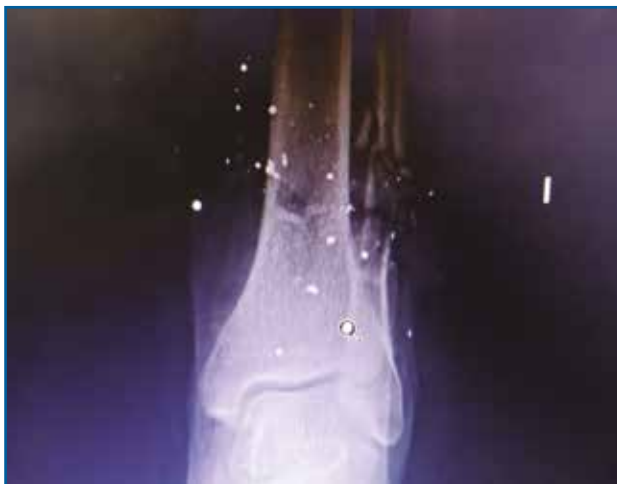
Radiografía tomada en urgencias. Se aprecia fractura del tercio distal del peroné con conminación ósea.
